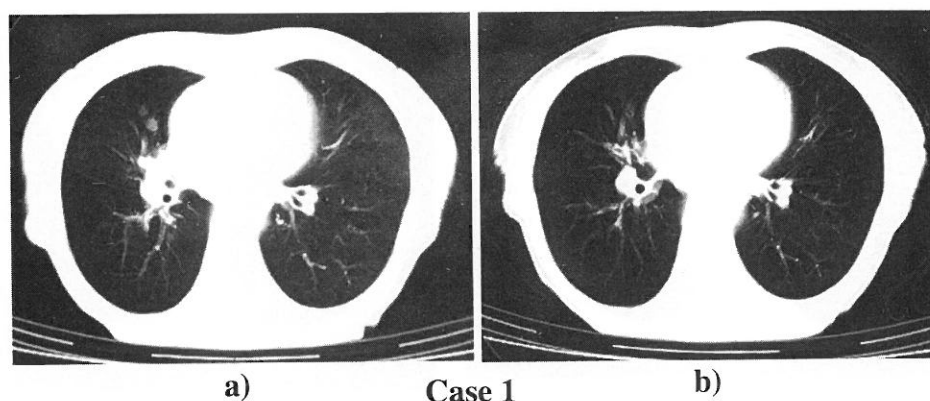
a) Chest CT image in July 2004
